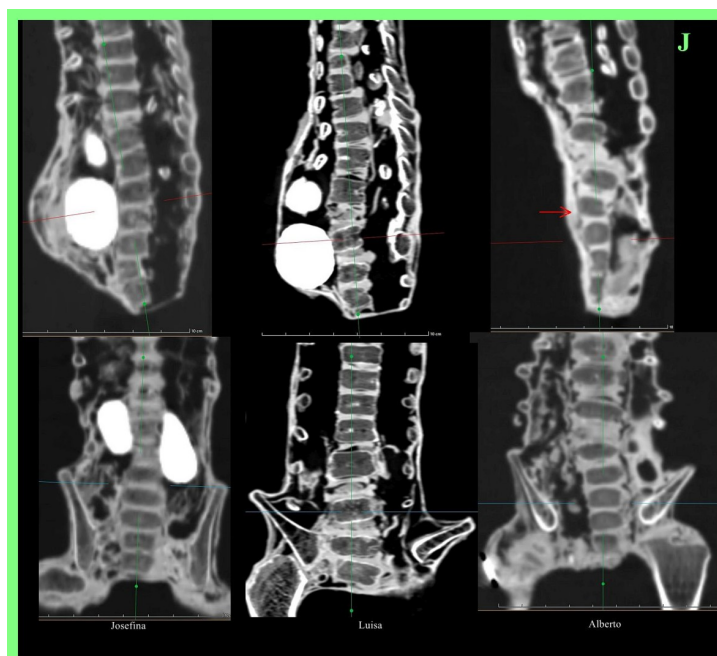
TC 2D sagital (imágenes superiores) y coronal (imágenes inferiores) de las columnas sacras de 'Josefina' (imágenes izquierdas), 'Luisa' (imágenes centrales) y 'Alberto' (imágenes derechas). Nótese el canal espinal extremadamente ancho que permanece abierto y termina abruptamente inferiormente, cubierto por piel delgada, a diferencia de la anatomía afilada de los tridáctilos tipo M o humanos. Nótese la anatomía peculiar en 'Alberto', donde la columna sacra está inmediatamente bajo la pared abdominal anterior (flecha roja). Se observa ensanchamiento asimétrico de la pelvis ósea en 'Luisa' y 'Alberto'. Hay evidencia de lesión ósea con cicatrización y presencia de implante metálico en la cadera derecha de 'Alberto'.
